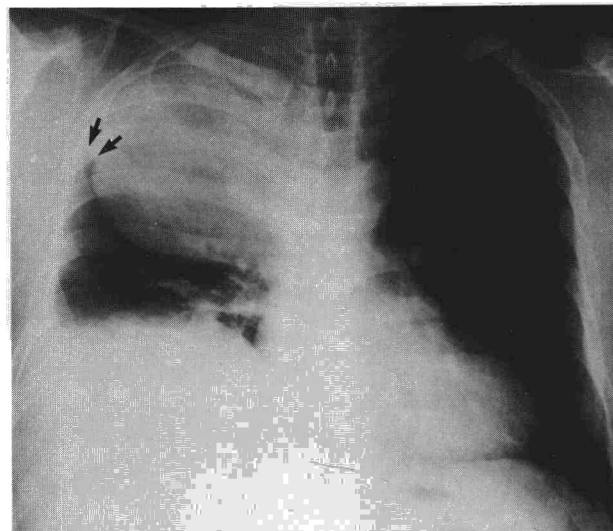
Radiografía PA de tórax. Masa en vértice de hemitórax de contorno inferior bien delimitado, con ángulo pleural externo redondeado (flechas) en continuidad con patología pleural. Elevación del hemidiafragma derecho. Atelectasias laminares.
